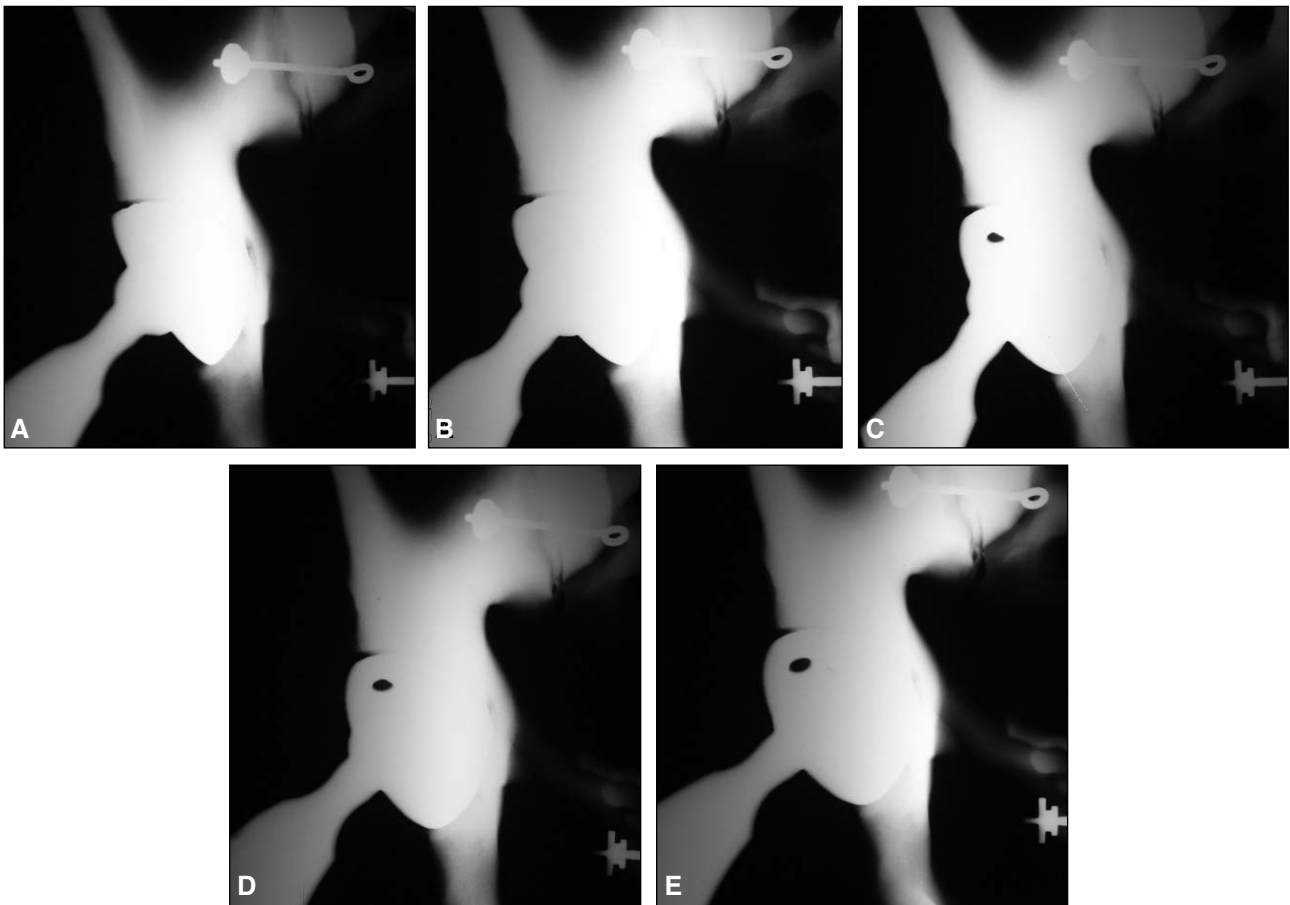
Radiografías del modelo in vitro en cinco posiciones diferentes de anteversión acetabular.
